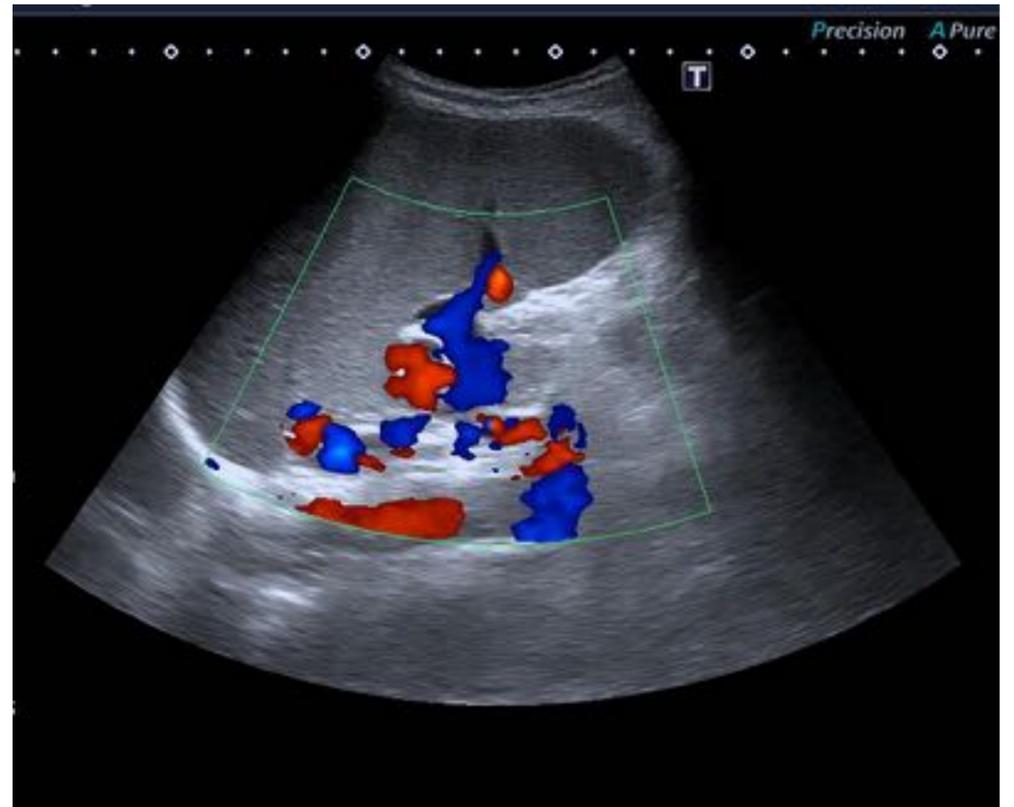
Doppler color que muestra la presencia de múltiples vasos venosos colaterales en el hilio esplénico. Esplenomegalia.
